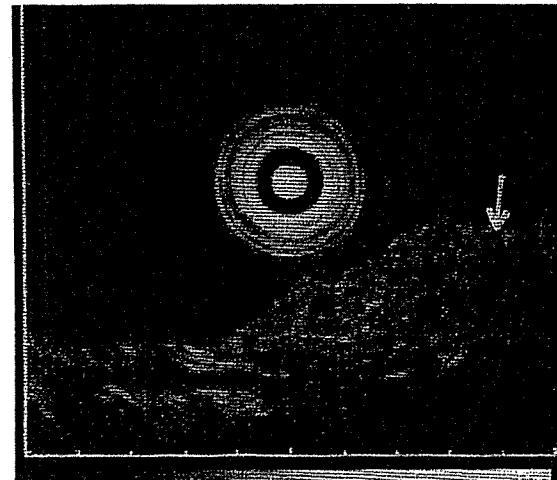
超音波内視鏡検査所見：低エコーの腫瘍が第2～3層にかけて存在しており、内部に細い脈管様の無エコー域の集簇（矢印）を認めた。第4層は正常に保たれていた。
